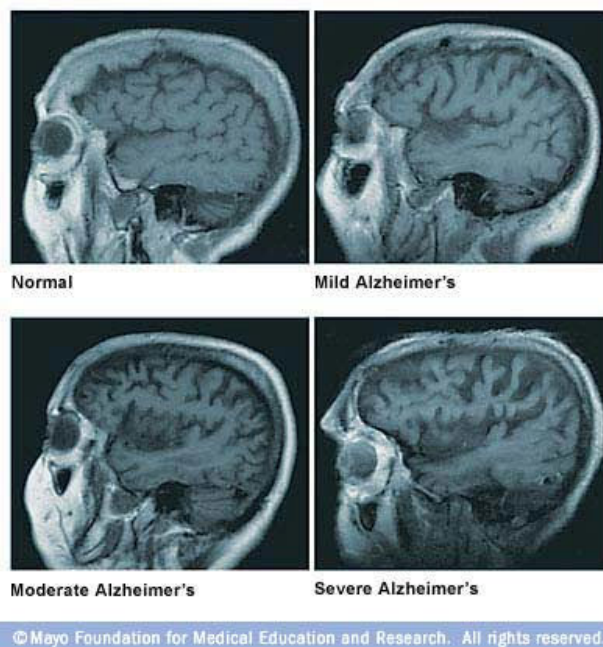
RMN cerebral em paciente normal, DA ligeiro, DA moderado, e DA severo³
